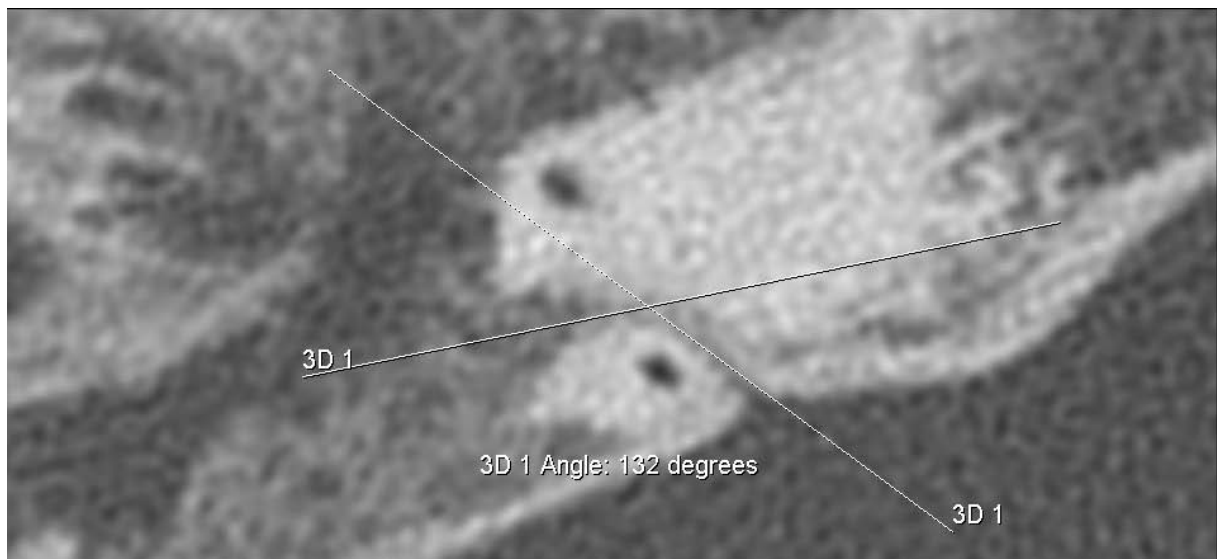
Messung des Winkel des petromastoidalen Kanals {3D 1} [CT_SAC_ANG_re] mit Tool ‚Angle‘
